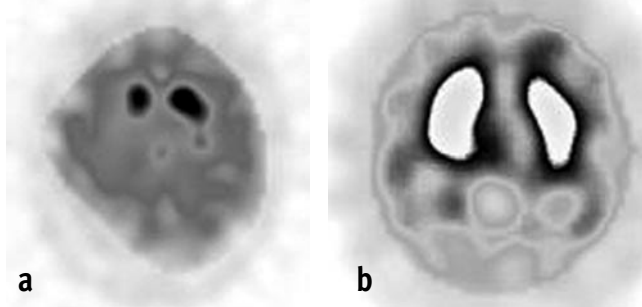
Patient mit Parkinson-Syndrom. 3a: Ioflupan-SPECT: Reduzierte Speicherung besonders im rechten Putamen als Zeichen eines Parkinson-Syndroms. 3b: IBZM-SPECT: normale Speicherung mit Hochregulation rechts (übersteuerte Aufnahme, daher zentral »weißes« Striatum beidseits). Diagnose: IPS
